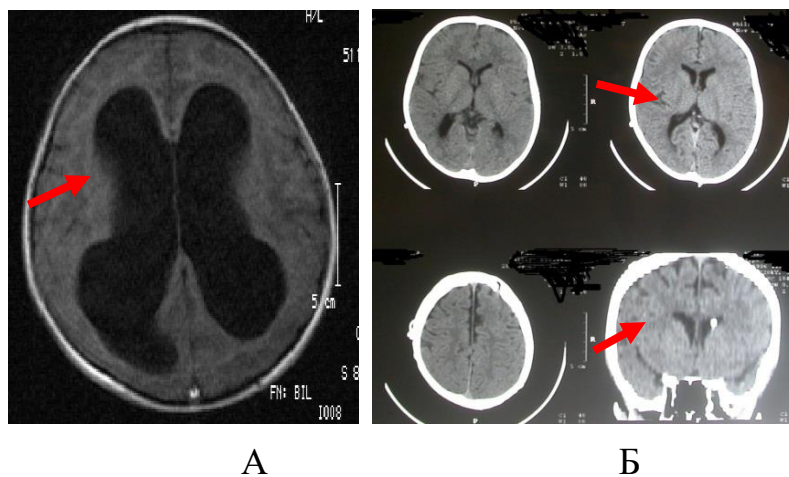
А – МРТ головного мозга. Выраженное расширение боковых и III желудочков (указано стрелкой). Заключение: водянка носит обструктивный характер (уровень окклюзии — водопровод мозга); Б – контрольная СКТ головного мозга после операции. Заключение: проведенная ЛШО позволила достичь контроля над гидроцефалией (стрелками указаны желудочки мозга)
